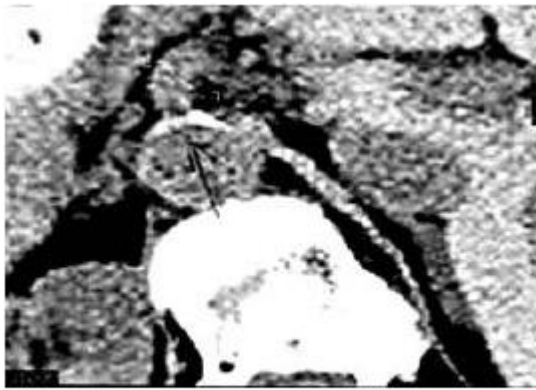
КТ: кальцинированная бляшка в устье ЧС. Атеросклероз брюшной аорты (Рис. 6)
